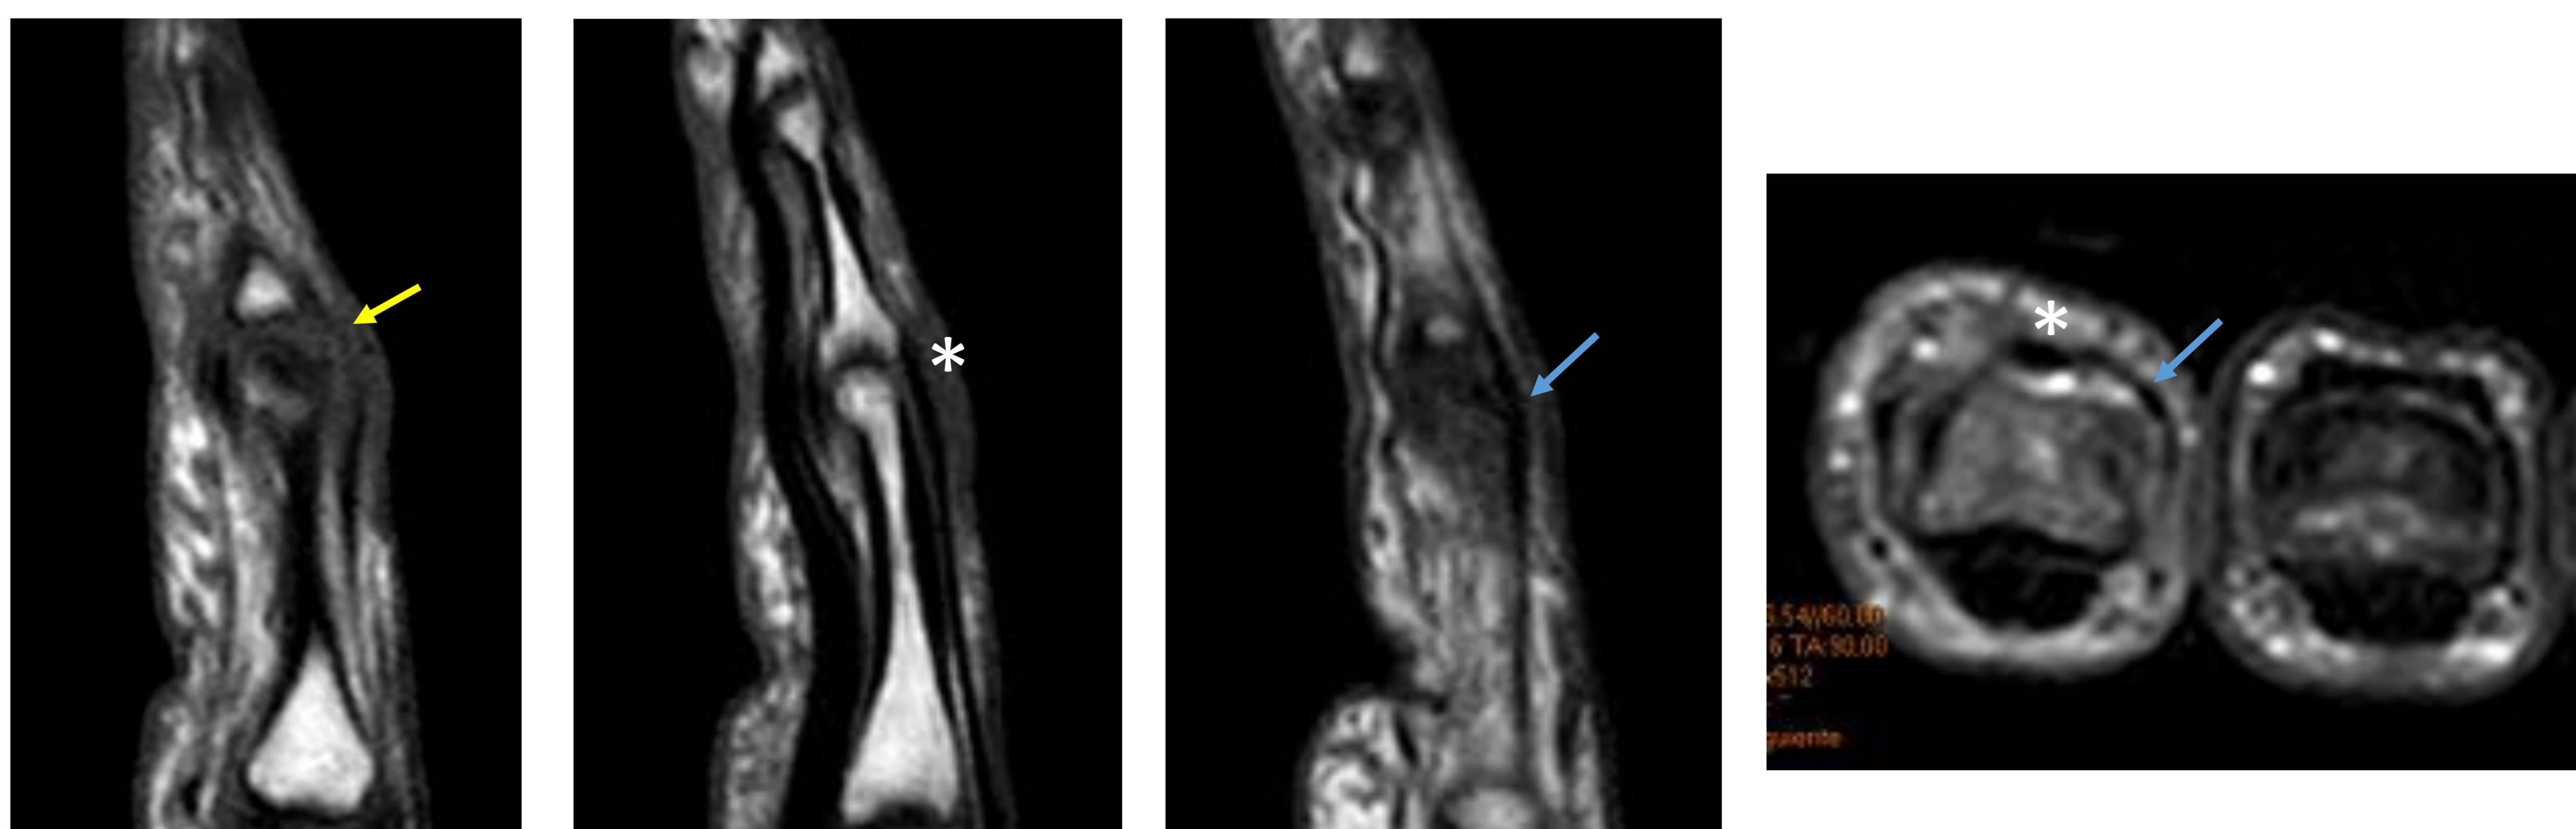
Paciente con antecedente de herida incisa en el dorso de la articulación IFP del 2º dedo, a la exploración se encontró lesión de la bandeleta lateral radial que fue suturada. RM realizada tras dos meses de la lesión. Se identifica la bandeleta lateral radial adelgazada (flecha amarilla) rodeada de material hipointenso, sugestivo de adherencias. Integridad de la bandeleta central (*) y cubital (flecha azul).
